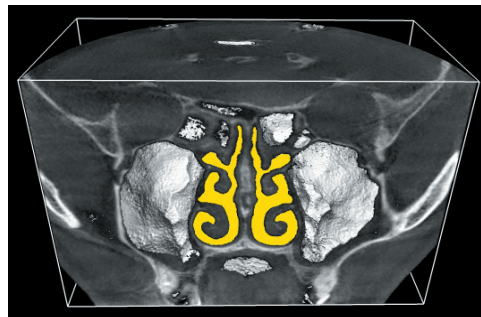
Объемная визуализация ВПН по данным компьютерной томографии
